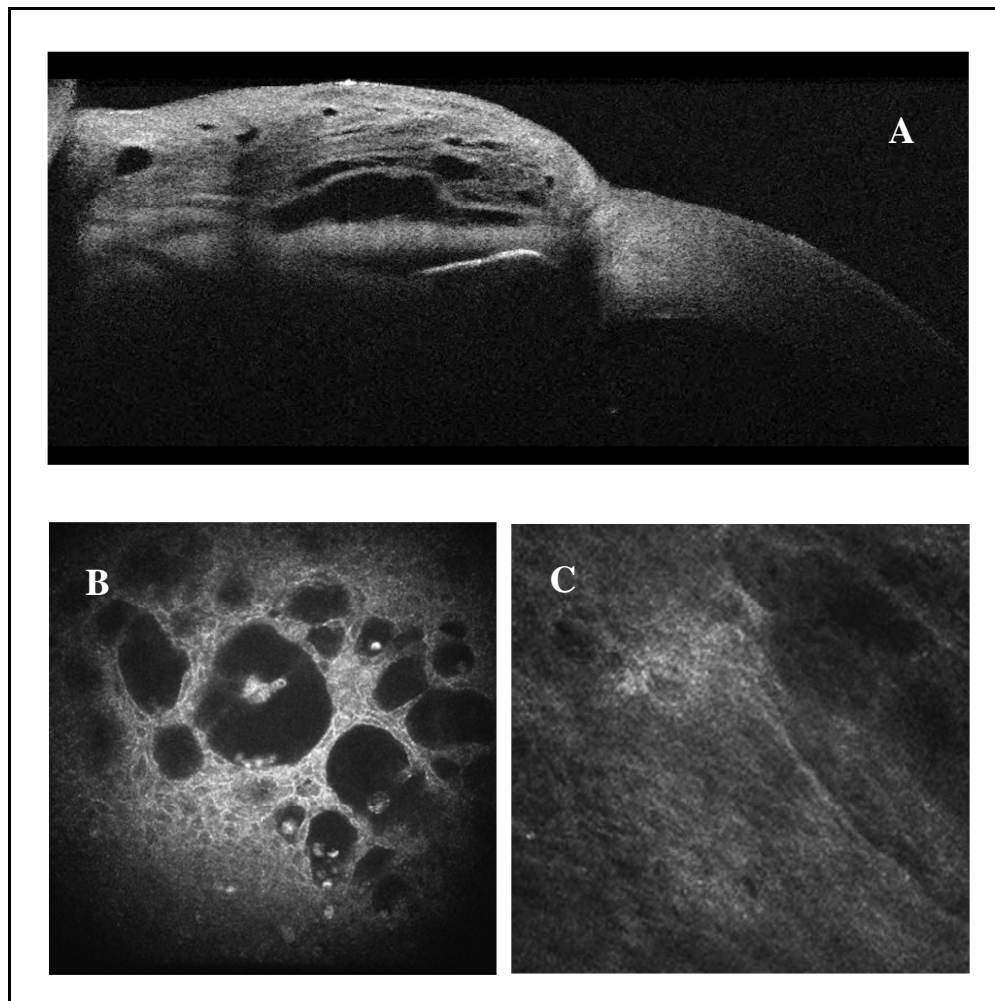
[Bozza cistica: A) sezione tomografica verticale intercettante la cornea; B) epitelio congiuntivale; C) connettivo congiuntivale]
